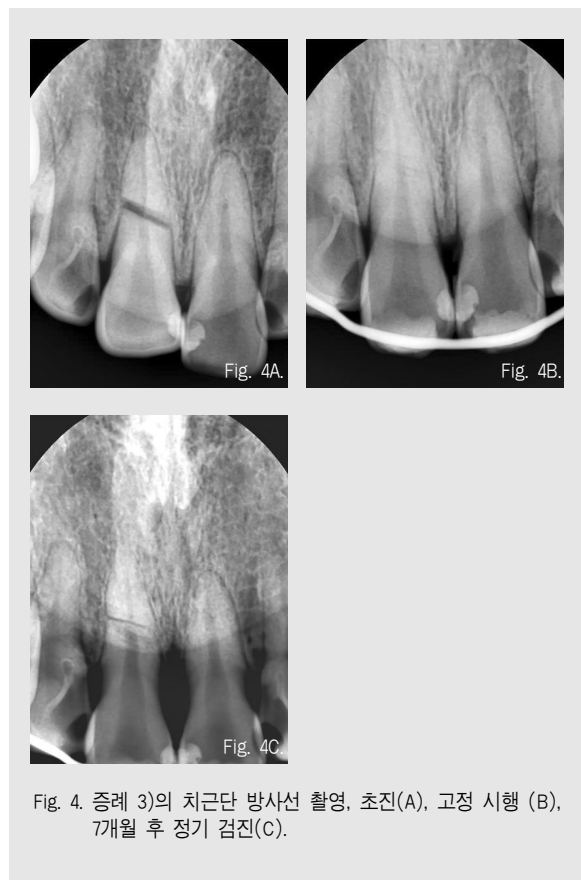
증례 3)의 치근단 방사선 촬영, 초진(A), 고정 시행 (B), 7개월 후 정기 검진(C).
